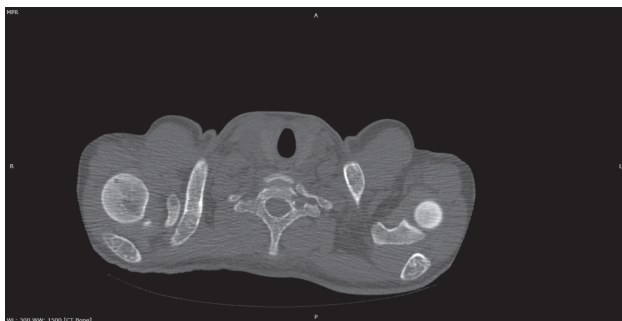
КТ органов грудной клетки, аксиальный срез, костное окно. Изменения костной структуры (расширение костномозговых пространств, истончение и эрозирование кортикального слоя), характерные для гиперплазии костного мозга
